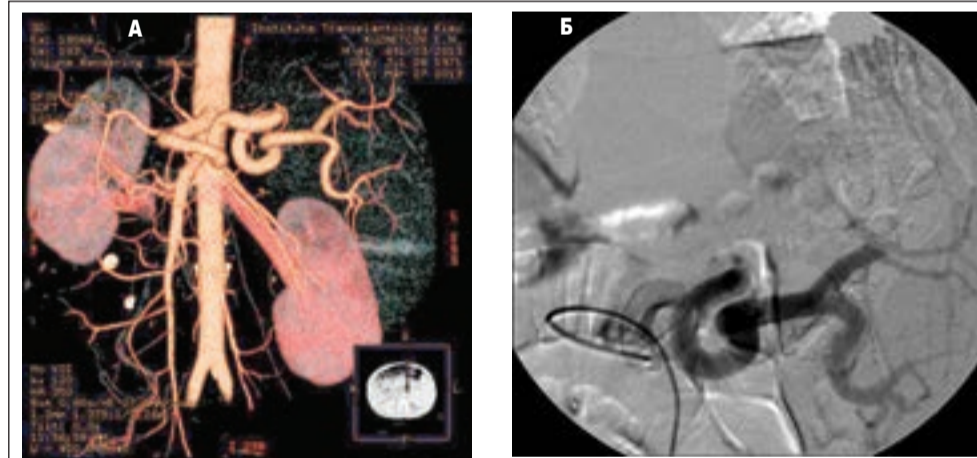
А. Пациент К., 44 года, скрининговая МСКТ с 3D реконструкцией артериальной фазы сосудов брюшной полости. Определяются признаки дилатации СА, как следствия перестройки сосудов спланхического бассейна по гиперкинетическому типу. Дислокация левой почки вследствие смещения увеличенной селезенкой. Б. Тот же пациент, ангиография селезеночной артерии, перестройка сосудов спланхического бассейна по гиперкинетическому типу. Дислокация левой почки вследствие смещения увеличенной селезенкой
